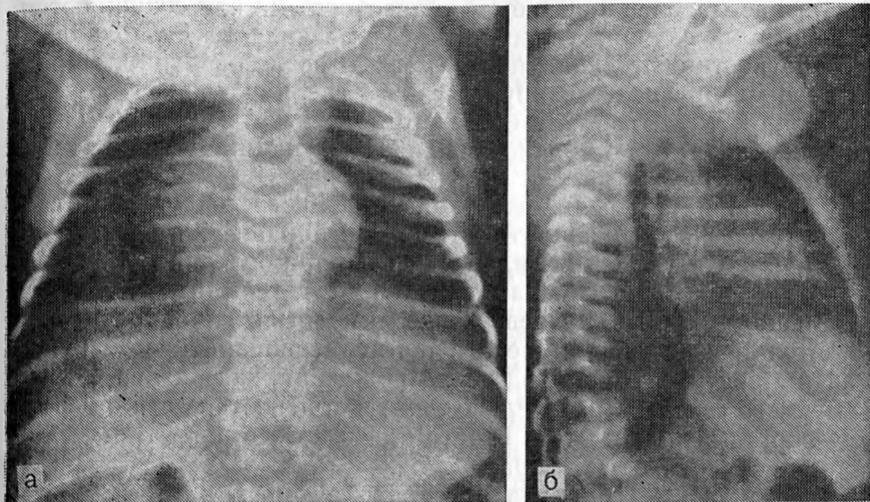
Рентгенограммы грудной клетки ребенка в возрасте 6 дней с врожденным отсутствием околощитовидных желез. Вилочковая железа не видна; средостение узкое (а), область под грудиной (б) рентгенопрозрачна (Kirkpatrick, DiGeorge. Am. J. Roentgenol., 1986, 103:32).
